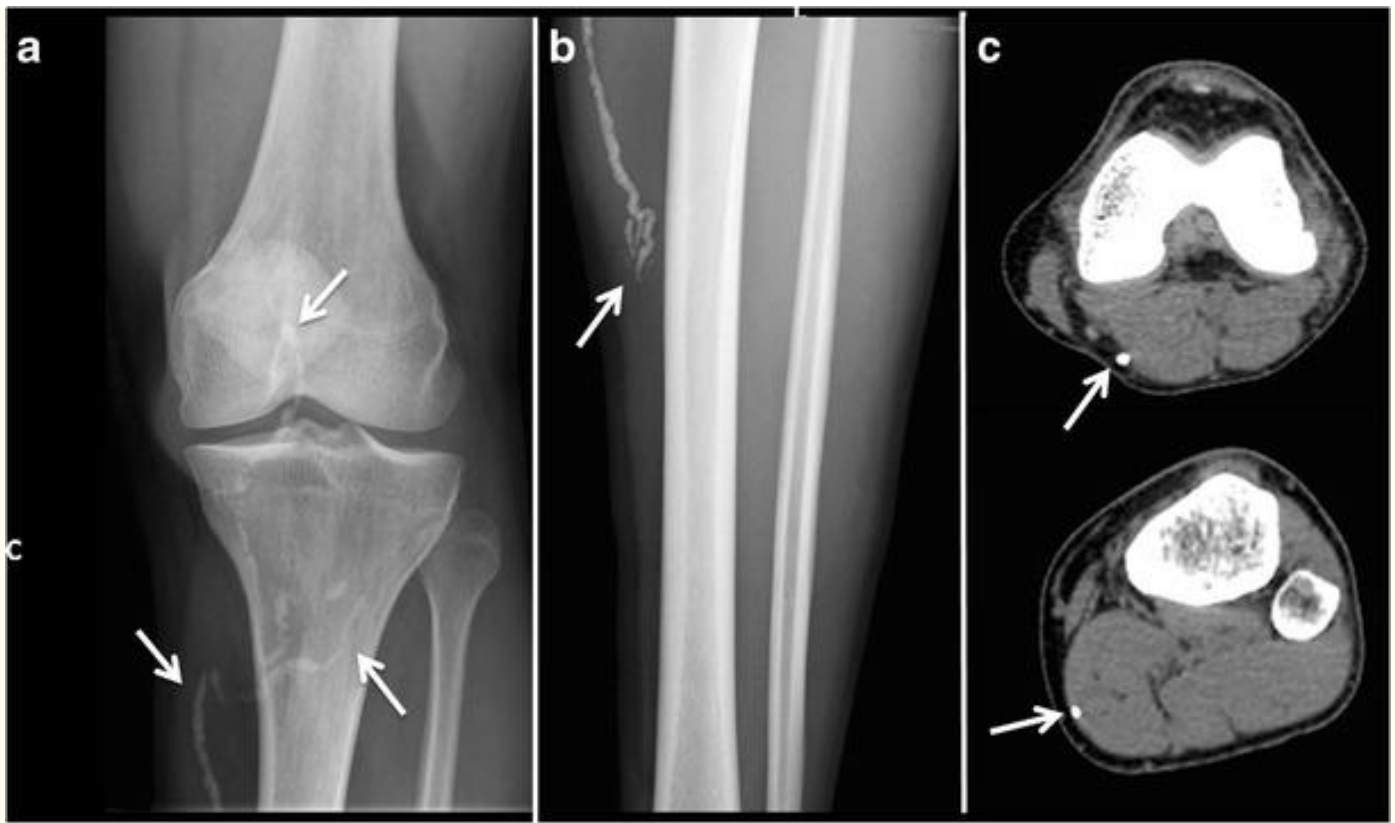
Dracunculosis. una y b radiografías simples de la rodilla izquierda y la pierna de un paciente procedentes de espectáculos Mali “gusano” calcificaciones en los tejidos blandos causadas por gusanos calcificados muertos. C. Imagen CT de la pierna izquierda de un mismo paciente como en una y b , confirma los gusanos calcificados muertos en el tejido subcutáneo y músculos de la extremidad inferior izquierda
